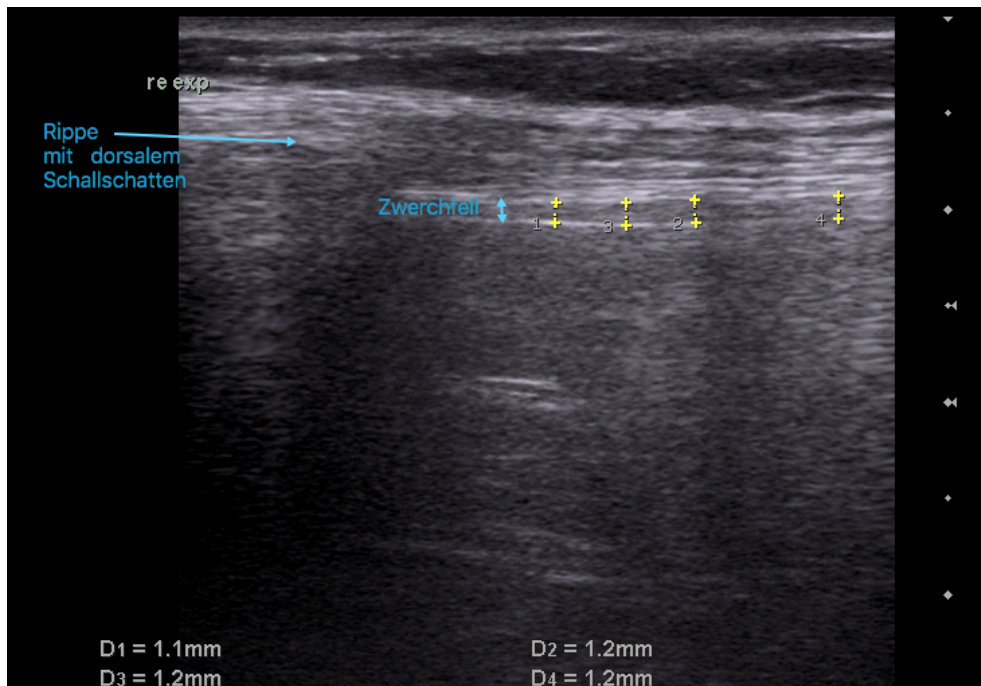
Sonographiebild des Zwerchfells auf der rechten Seite in Atemruhelage bei einem 8-jährigen Jungen mit SMA-Typ 1. Mit einer Zwerchfelldicke von 1,2 mm liegt der Messwert unter der altersabhängigen 3. Perzentile von 1,2 mm.
